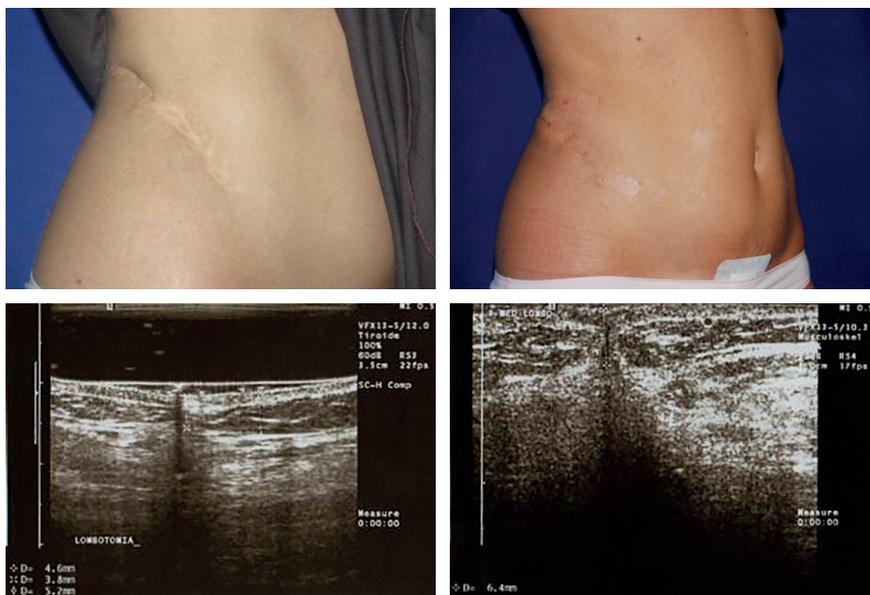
Correction des cicatrices déprimées et atrophiques et contrôle par échographie (collection du Pr. Franco Bassetto).
